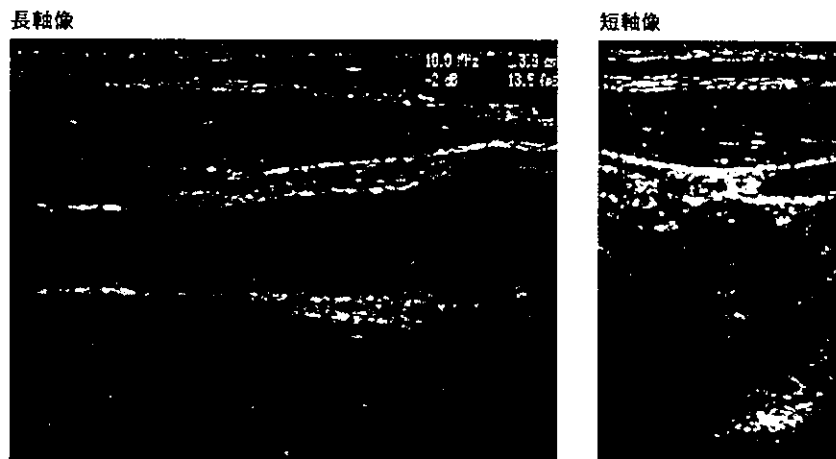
aortitis syndromeの総頸動脈の超音波断層像
